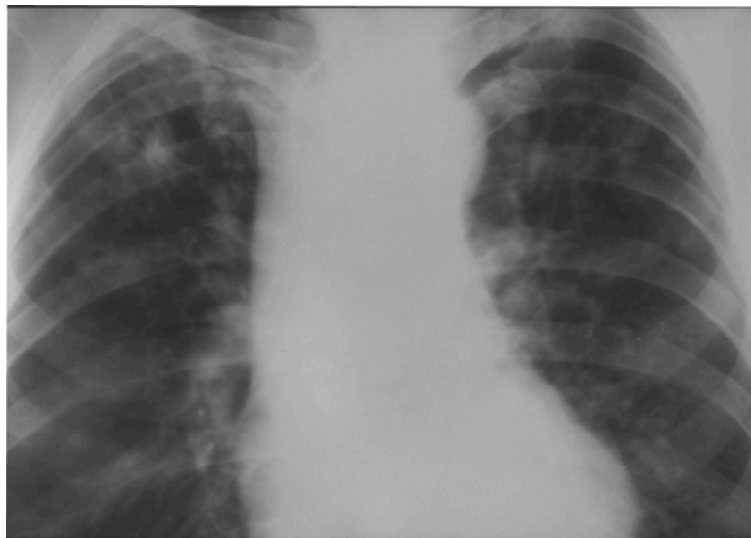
Елемент рентгенограми органів грудної клітки хворого К. від.4.01.08.
